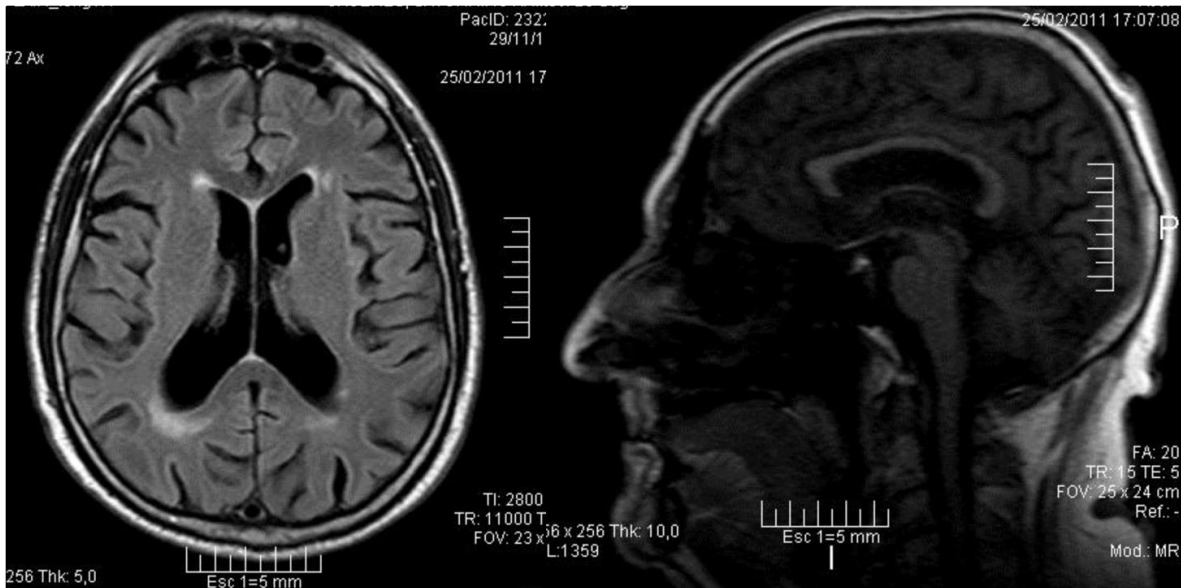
Cerebral resonance nuclear magnetic image of a 70-y-old man with type 2 diabetes mellitus, with insulin-requirement for 10 y, hypertrygliceridemic, with heavy cognitive impairment. Image shows enlarged ventricles and cortical and temporal atrophy.
